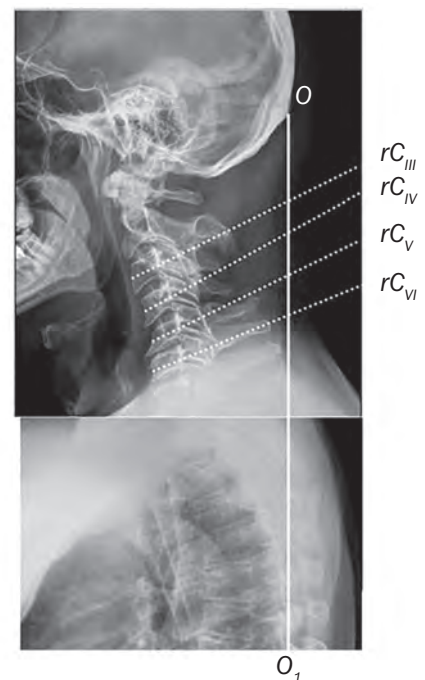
Рентгенограмма шейного отдела позвоночника и шейно-грудного перехода пациента М., 50 лет (высокий старт). $O-O_1$ — затылочная вертикаль; rC_{III} , rC_{IV} , rC_V и rC_{VI} — переднезадние оси соответствующих позвонков; шейный лордоз на уровне C_{II-VII} замещен на кифоз. Имеются проявления остеохондроза на уровне C_{V-VI} , отсутствует сращение задней дужки позвонка C_1 ; $St = -24^\circ$
